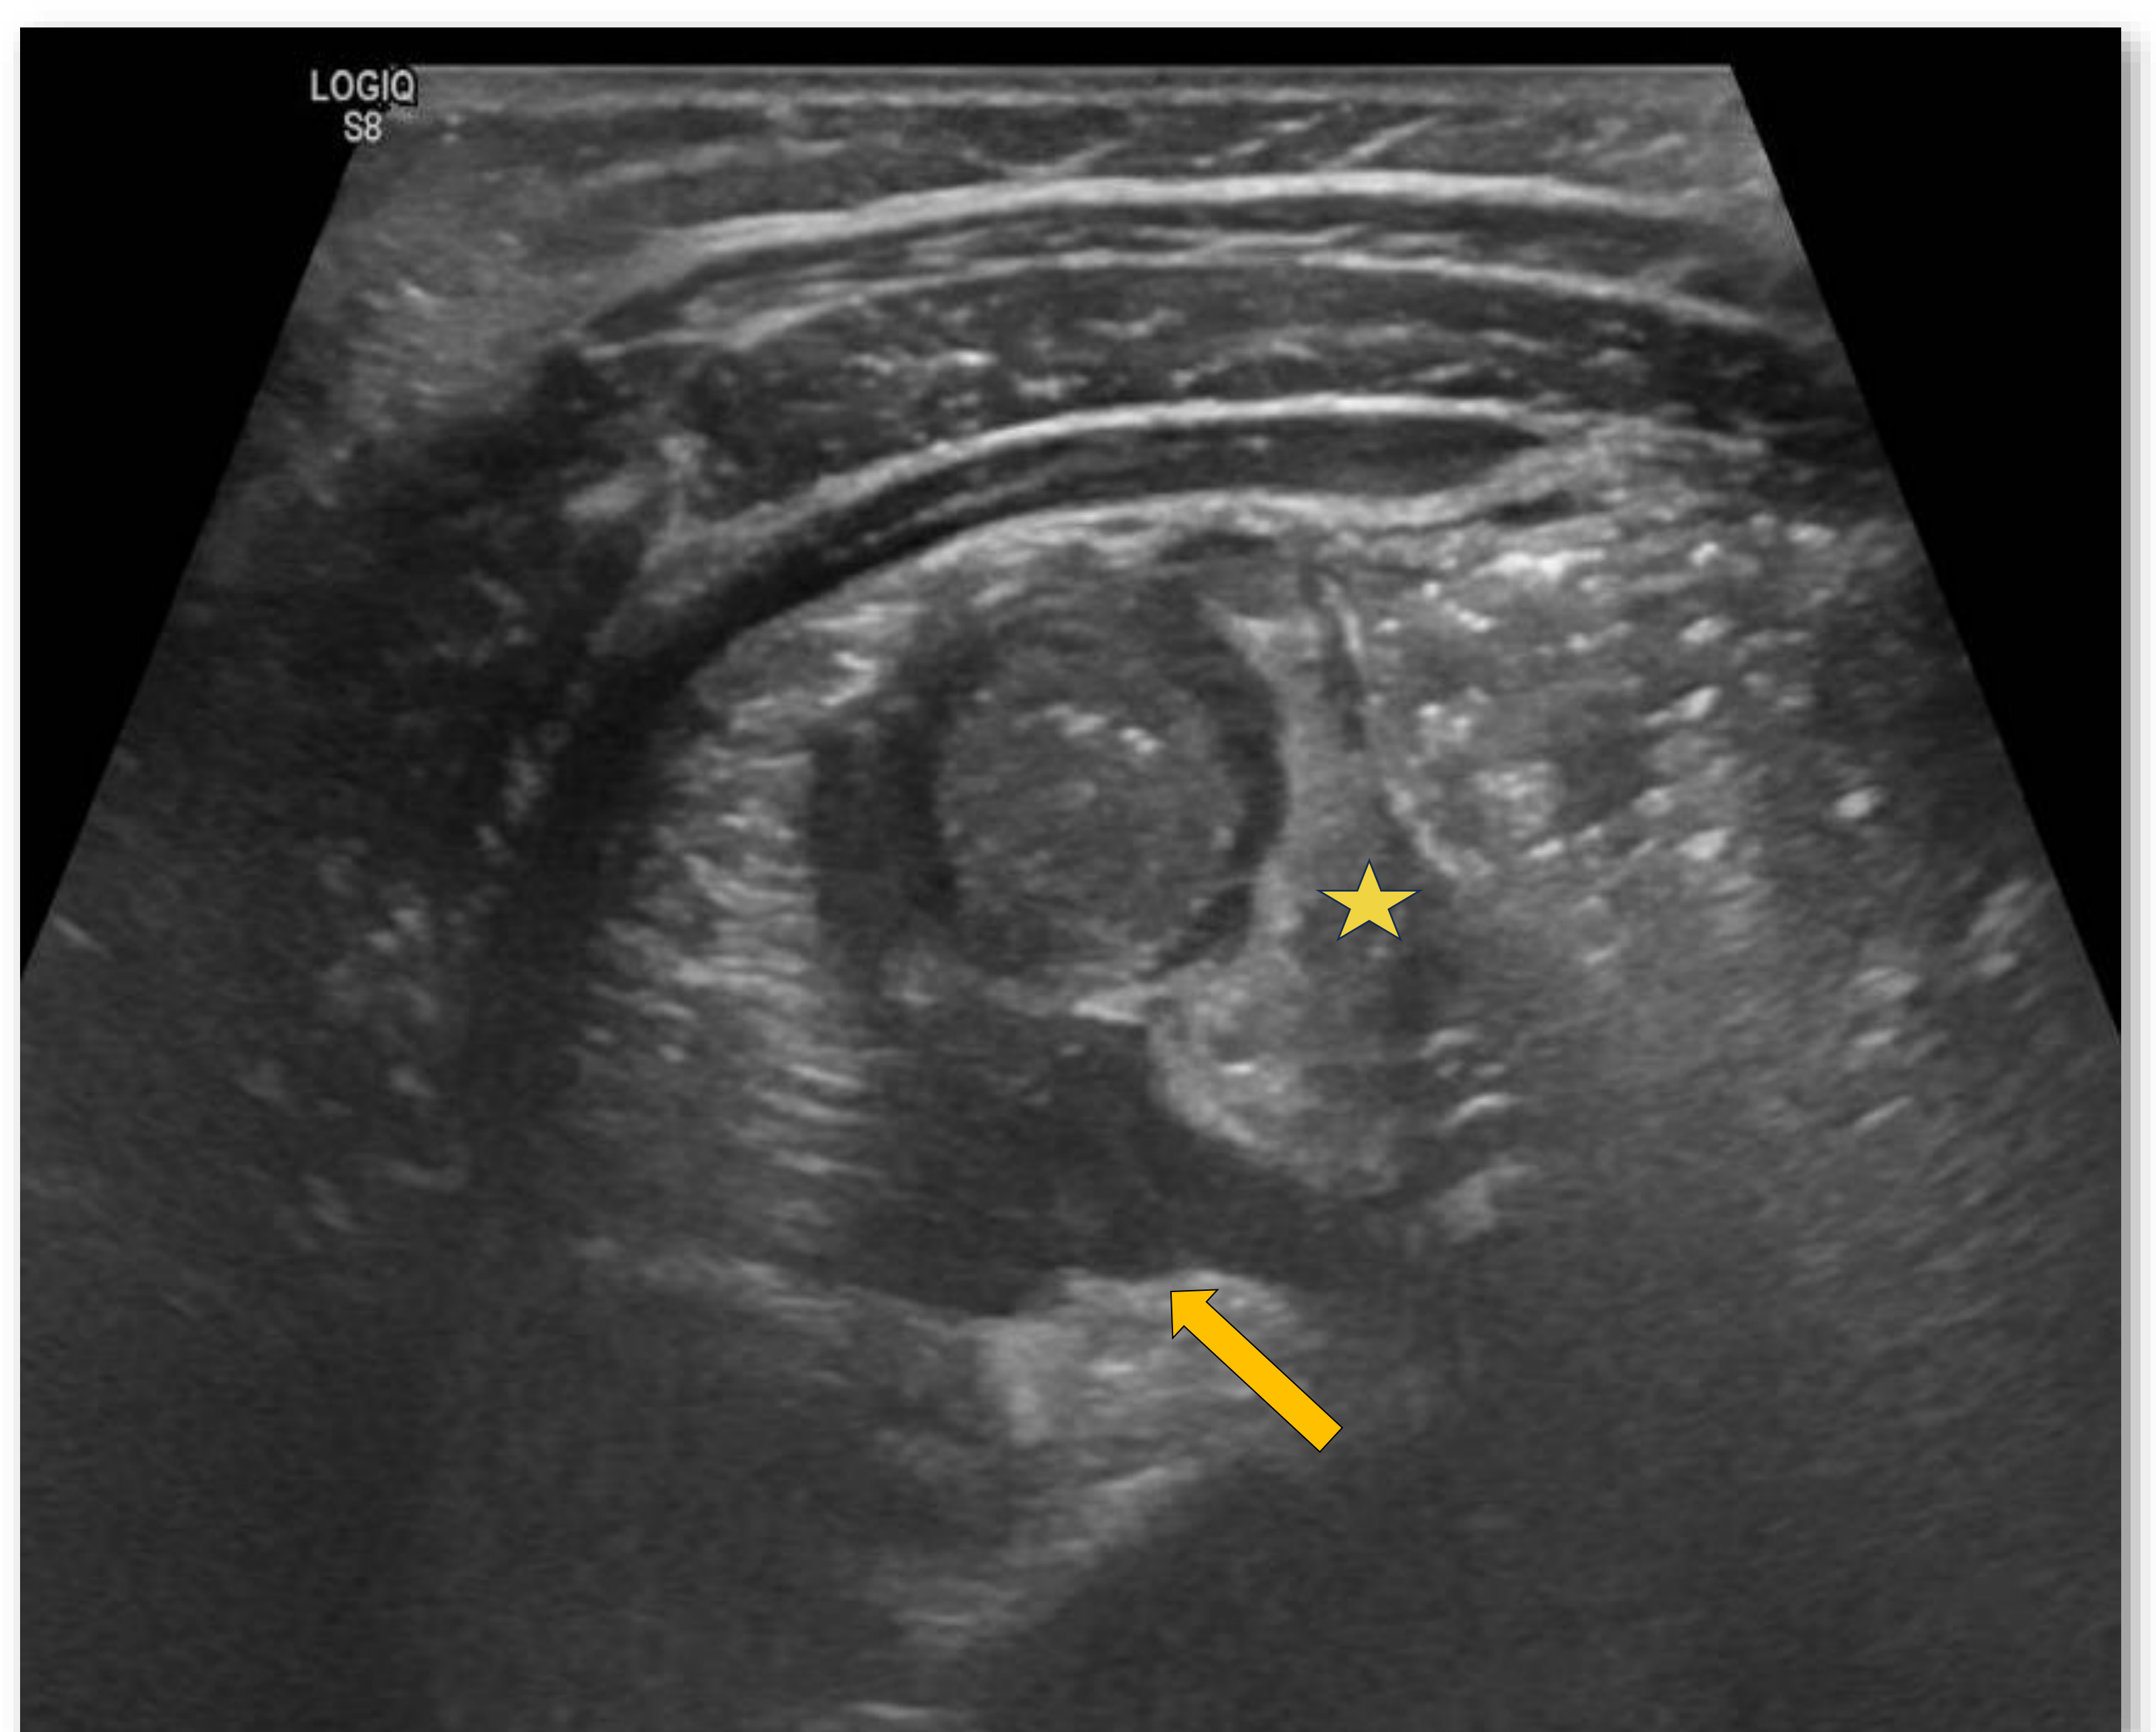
A: Apéndice. Mi: masa intestinal. Estrella: Grasa adyacente hiperecogénica. Flecha: Caja Doppler con aumento de vascularización.
